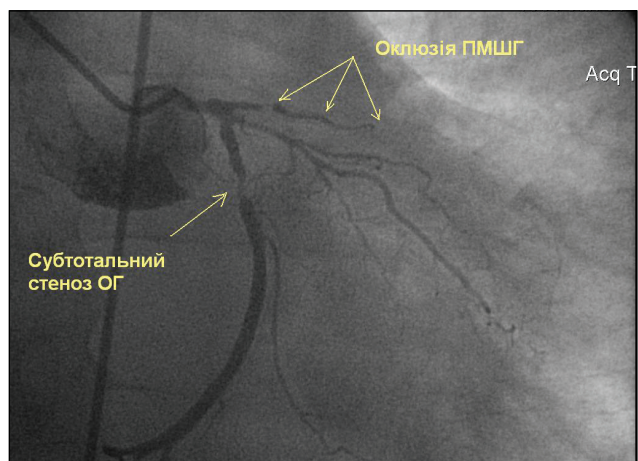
Рентгеноконтрастна коронарографія хворого Л., 62 роки. Субтотальний стеноз огинаючої гілки (ОГ), оклюзія передньої міжшлуночкової гілки (ПМШГ)
